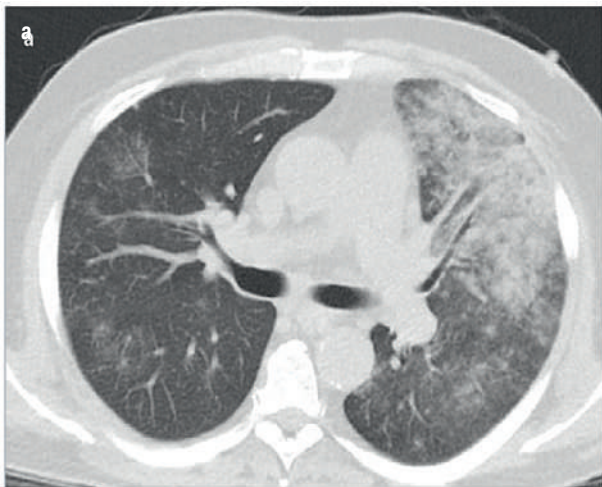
Компьютерная томография органов грудной клетки пациента О. от 23.03.18.
